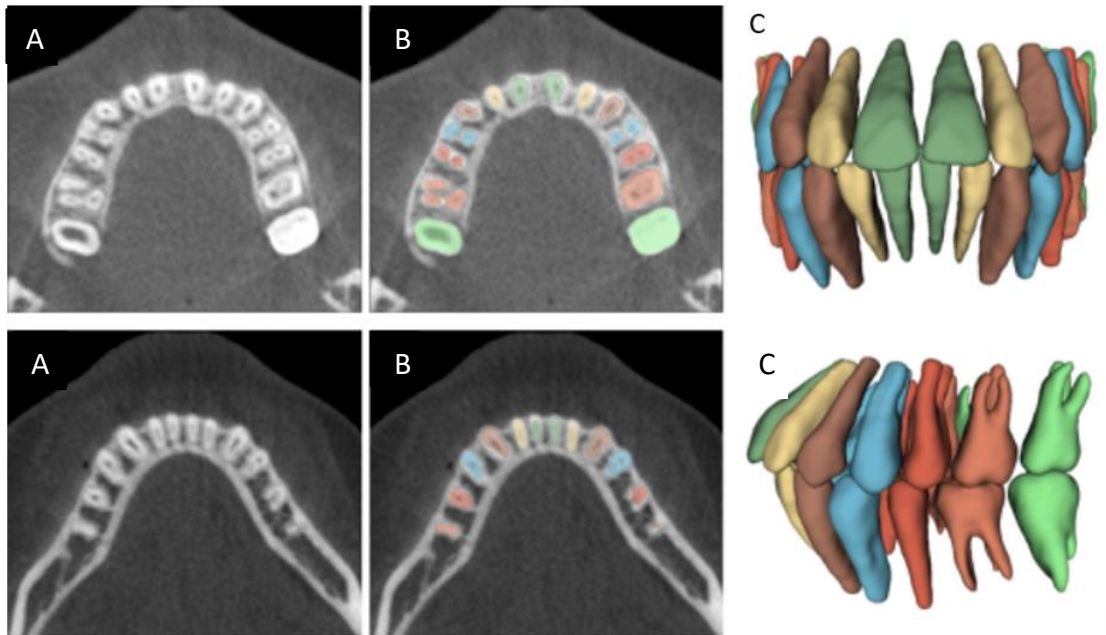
A) Plano axial de una CBCT, B) Segmentación de los dientes, C) Renderizado de los dientes <sup>6</sup>
